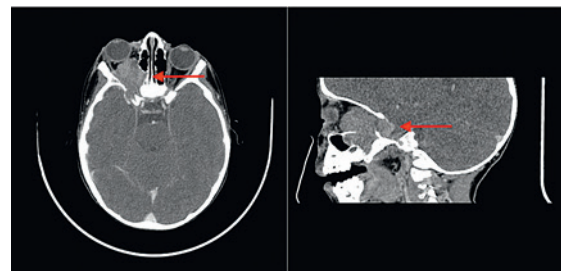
Инициальное КТ-исследование пациента №2
